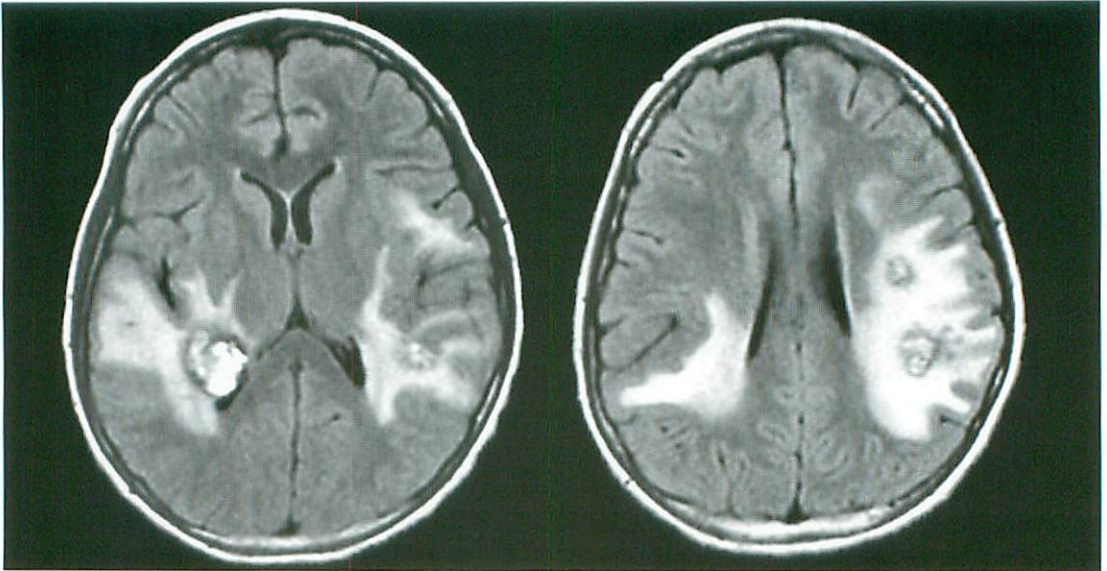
MR FLAIR image on the 15th hospital day, showing bilateral multiple hemorrhages and high-intensity area in the temporal lobe.
